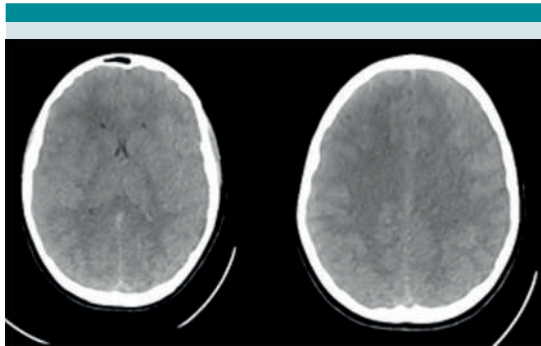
Tomografía axial computada de cráneo: se observa leve inflamación.
